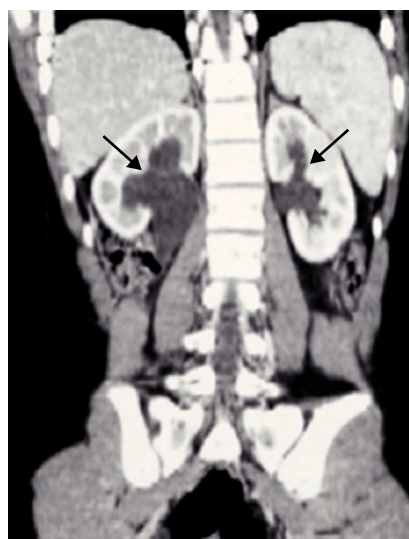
Tomografía computarizada, reconstrucción coronal posterior, que muestra hidroureteronefrosis bilateral secundaria a la compresión del quiste (flechas).
